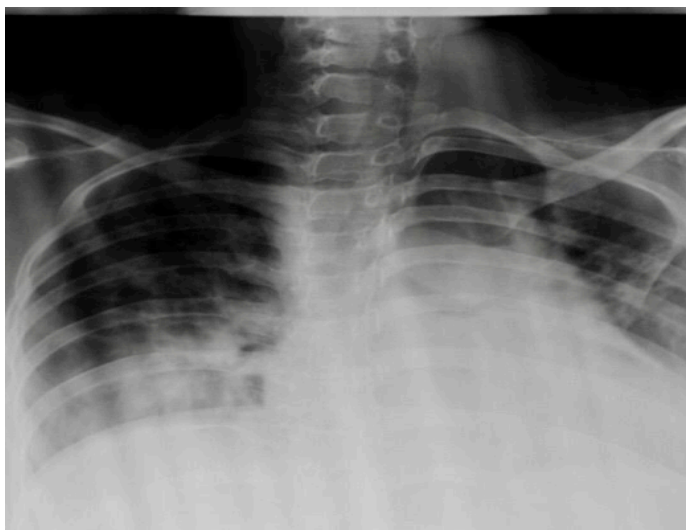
The view of the posteroanterior chest X-ray of the patient
